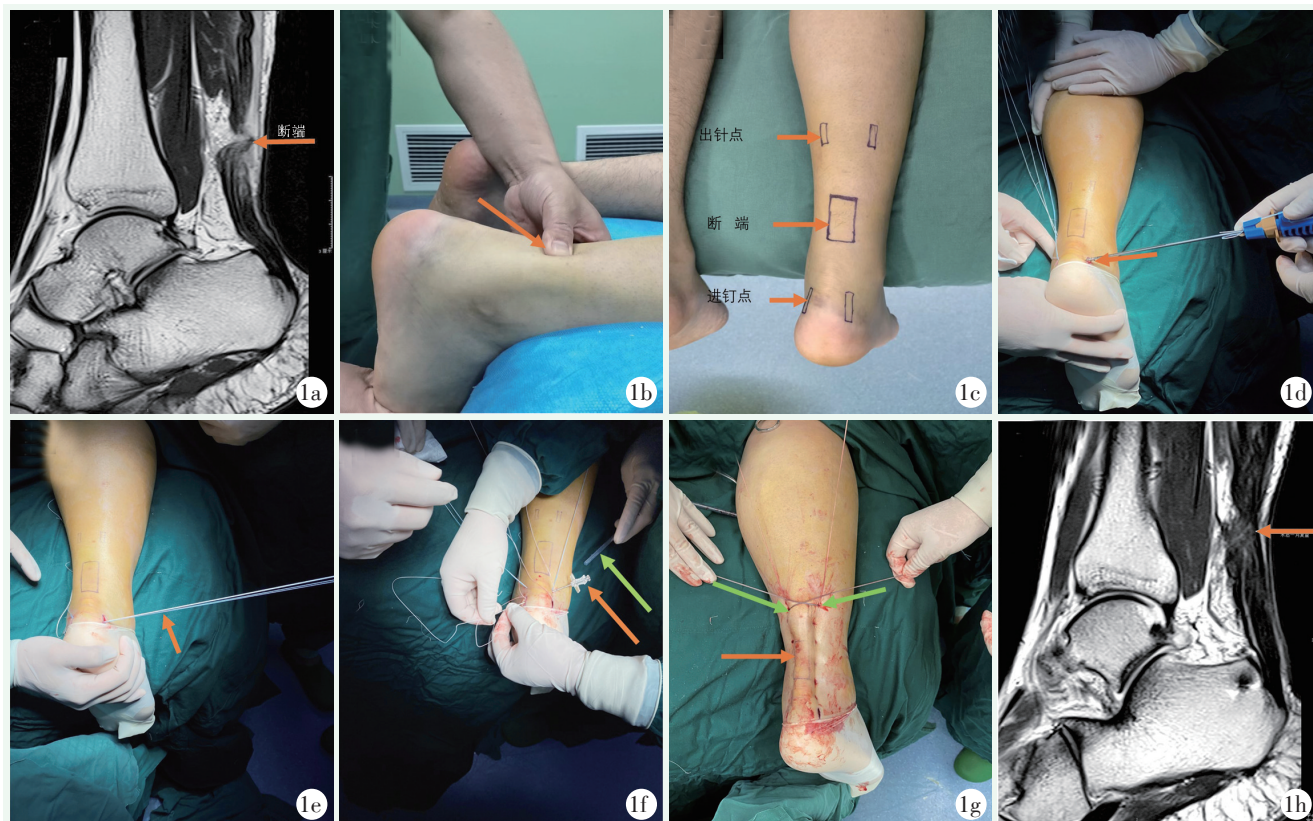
患者，男，38 岁，急性跟腱断裂，采用带线锚钉经皮缝合跟腱。1a: 术前 MRI 诊断为跟腱断裂；1b: 触及患肢断端空虚感；1c: 标记相关指示点；1d: 尖刀切开跟骨处皮肤，置入锚钉；1e: 松开手柄，暴露缝线；1f: 腰穿针斜形辅助引线（黄色箭头），吸引器吸引线（绿色箭头）；1g: 收紧缝线，触摸断端连接完整（黄色箭头），4 股缝线分别穿过对侧打结（绿色箭头）；1h: 术后复查 MRI 显示断端连接完整。
